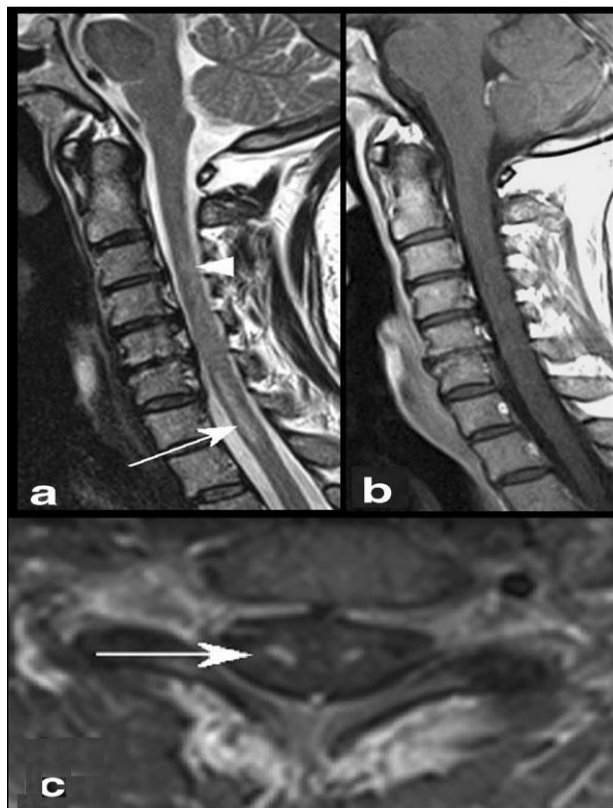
МРТ шейного отдела позвоночника и спинного мозга в сагиттальной (a, b) и аксиальной плоскостях (c) в режимах T2-ВИ (a) и T1-ВИ (b, c). Стрелками указан гиперинтенсивный сигнал с феноменом «глаз змеи» как проявление ИСМ в бассейне ПСА (Weidauer S., et al, 2015).
